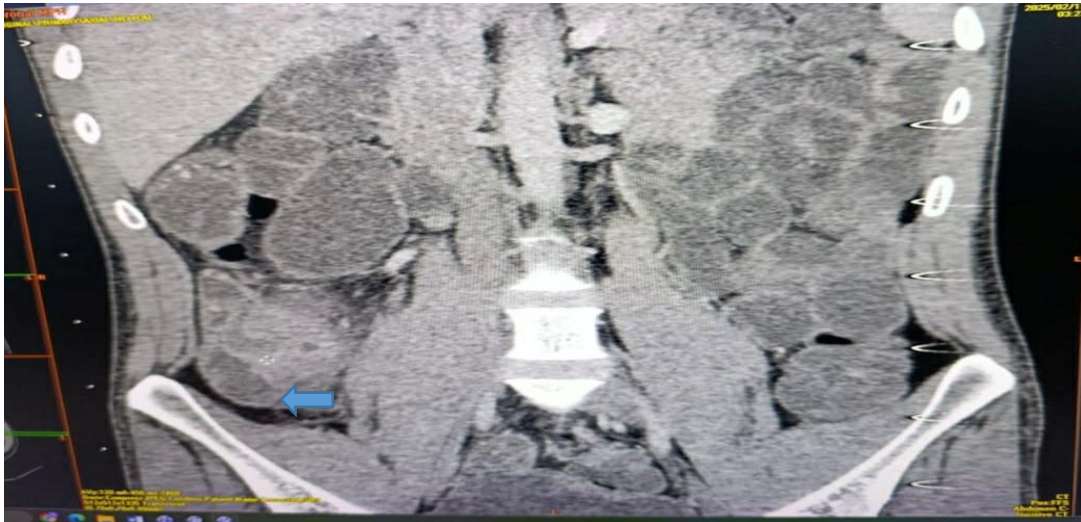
TDM abdominopelvienne en coupe coronale, réalisée chez un patient de notre série, montrant un épaississement pariétal segmentaire de la DAI (en flèche) avec infiltration de la graisse mésentérique.
